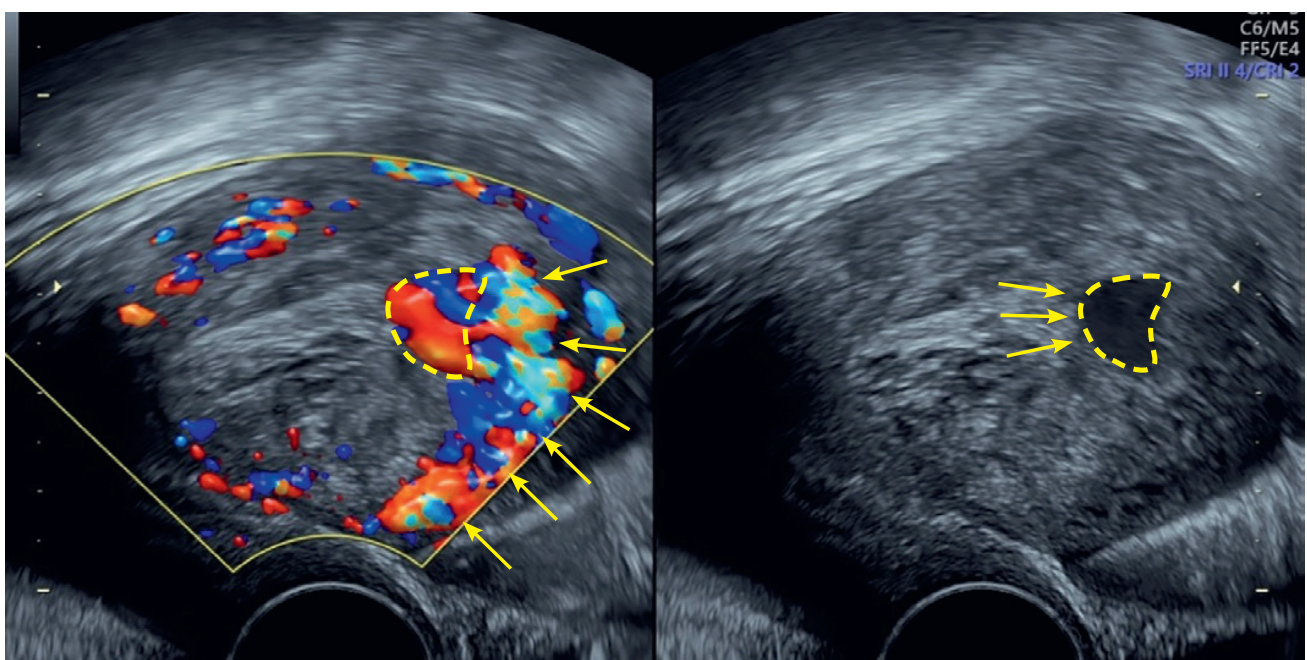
Im Farbdoppler sieht man, dass diese stark durchblutete Zyste (A) vom angrenzenden Myometrium aus gespeist wird (gelbe Pfeile). (B) Aneurysma ans Cavum angrenzend (Pfeile).
